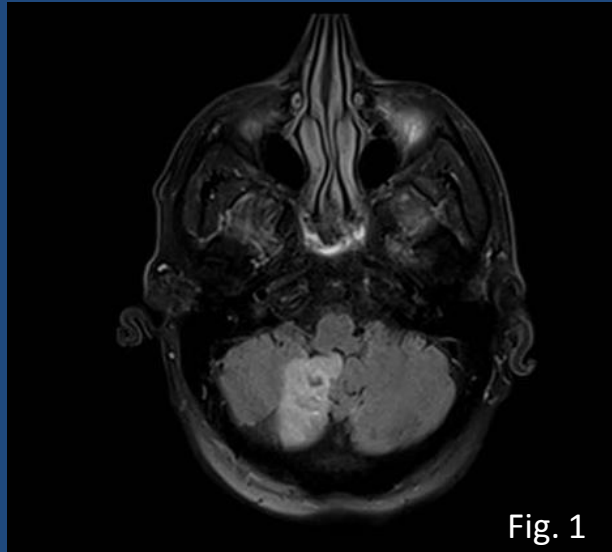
Área hiperintensa en hemisferio cerebeloso derecho en secuencia FLAIR; Fig. 2: Imágenes espontáneamente hiperintensas en T1; Fig. 3: Área de restricción en difusión; Fig. 4: Hipoflujo en ambas AICA a predominio derecho.
